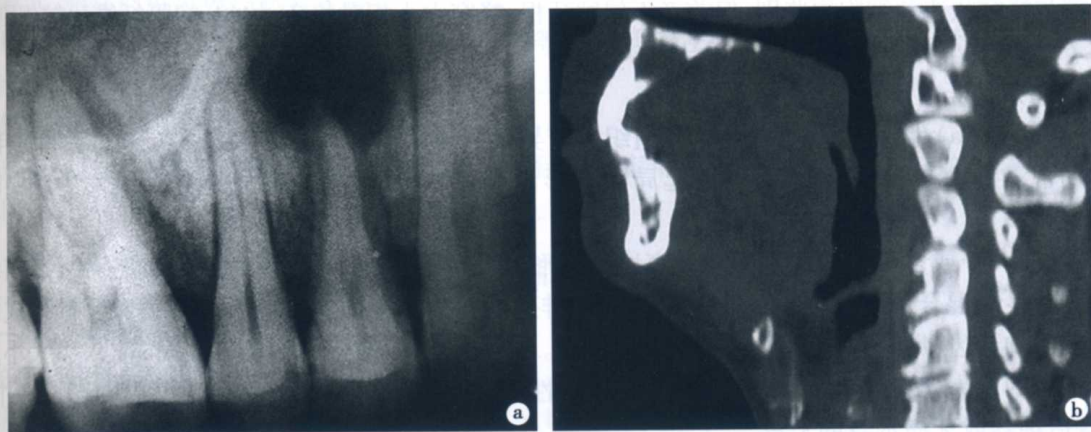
根尖周脓肿 X 线平片和 CT 表现
